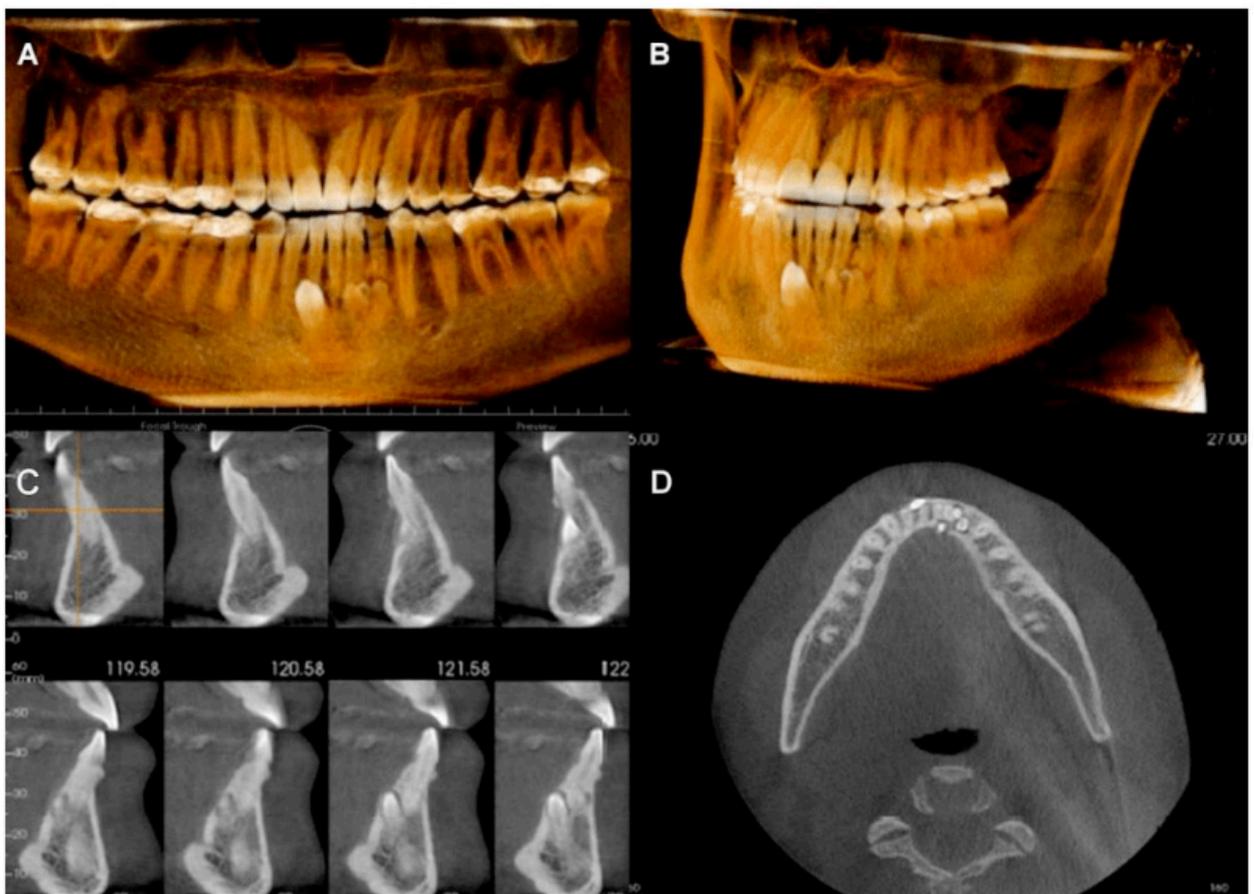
Imaginologia da tomografia em feixe cônico evidenciando a presença de elemento 73 impactado associado a imagens radiopacas sugestivas de odontoma composto. A: Reconstrução panorâmica. B: Tomografia computadorizada 3D. C: Tomografia computadorizada em cortes transversais. D: Tomografia computadorizada em corte axial.
